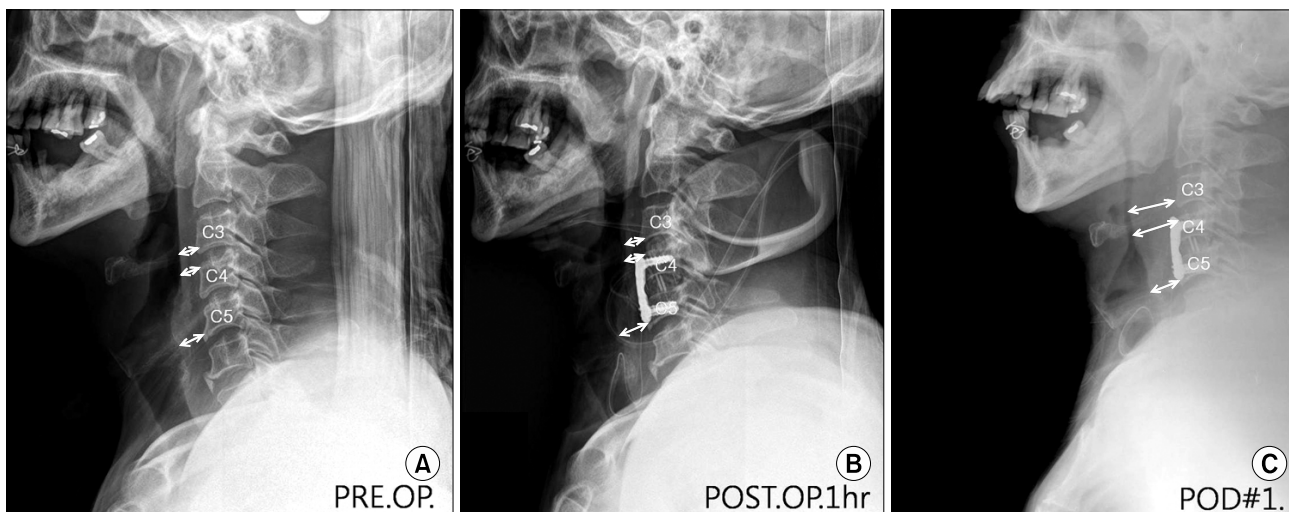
Anterior cervical discectomy and fusion are performed due to disc herniation and unilateral fracture-dislocation at C4-5 in a 67 year-old male patient. The bidirectional arrows indicate that the distance between the anterior surface of each vertebral body and the air shadow of the airway. (A) Preoperative cervical spine lateral radiograph shows normal prevertebral soft tissue. (B) 1 hour after the surgery, a cervical spine lateral radiograph shows minimal change in prevertebral soft tissue. (C) The first day (15 hours) after the surgery, cervical spine lateral radiograph shows severe prevertebral soft tissue swelling at C3-4 level.
